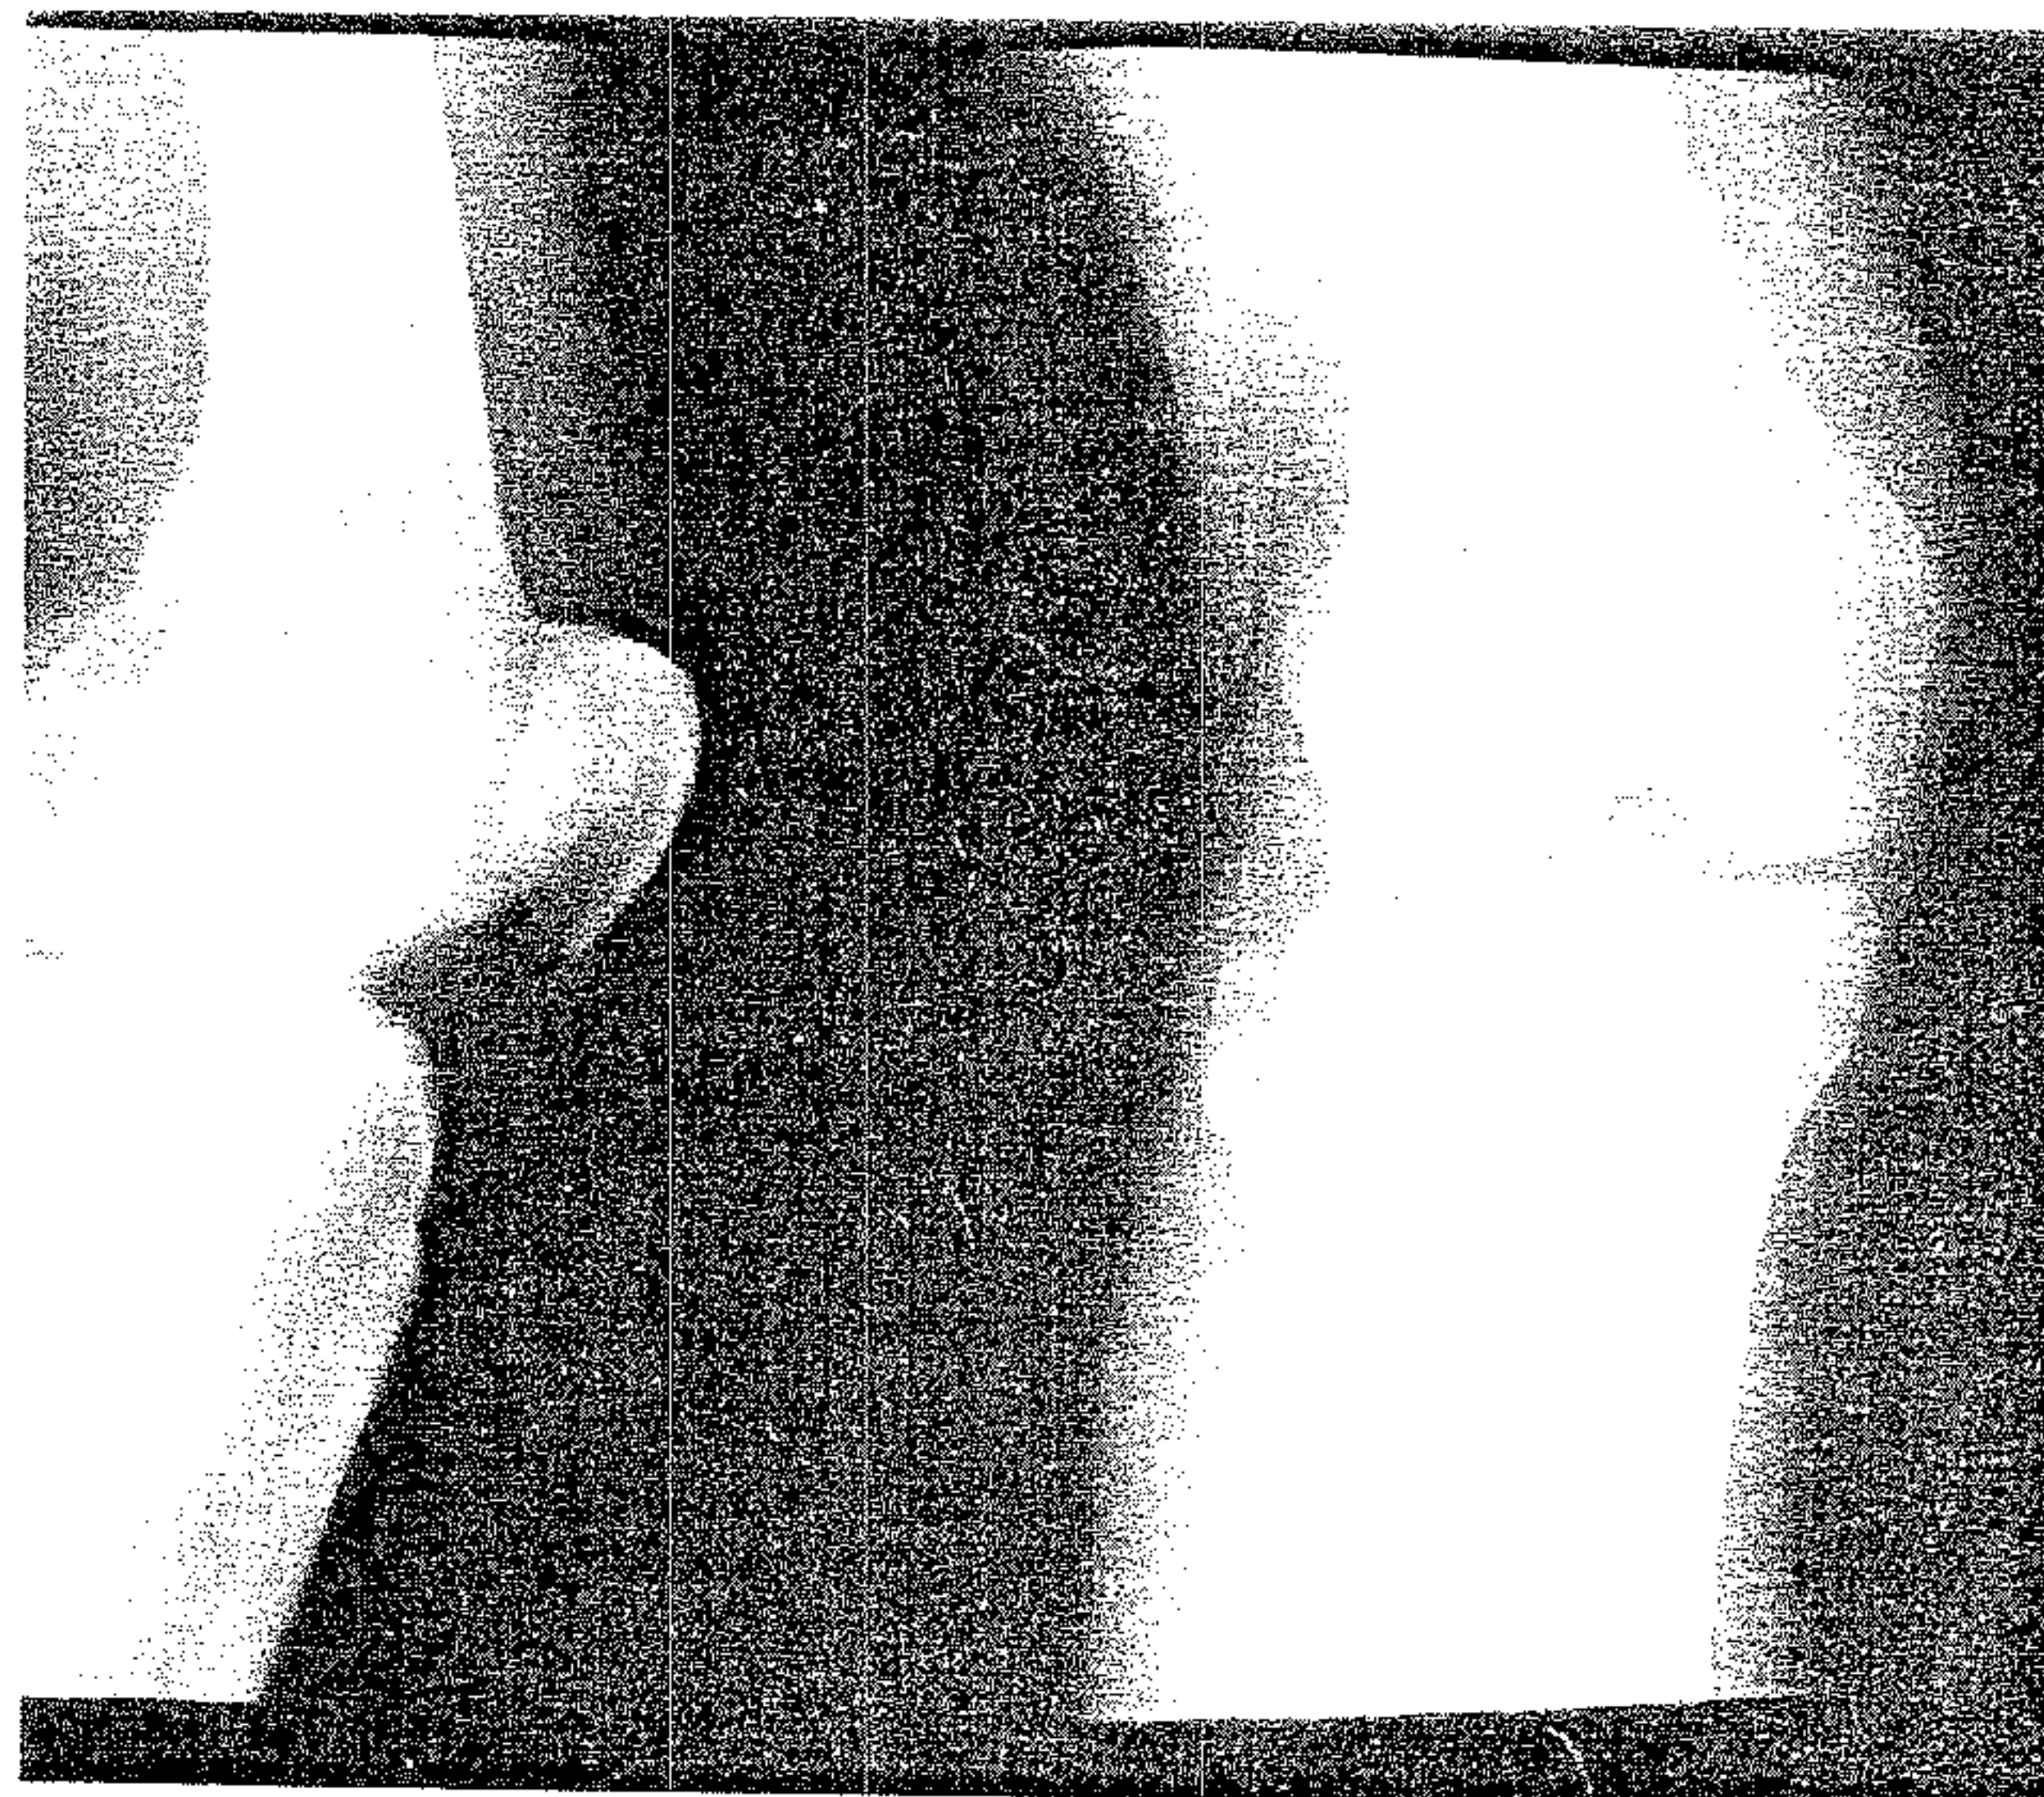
Radiografie – fractură prin tasare de platou tibial extern.
